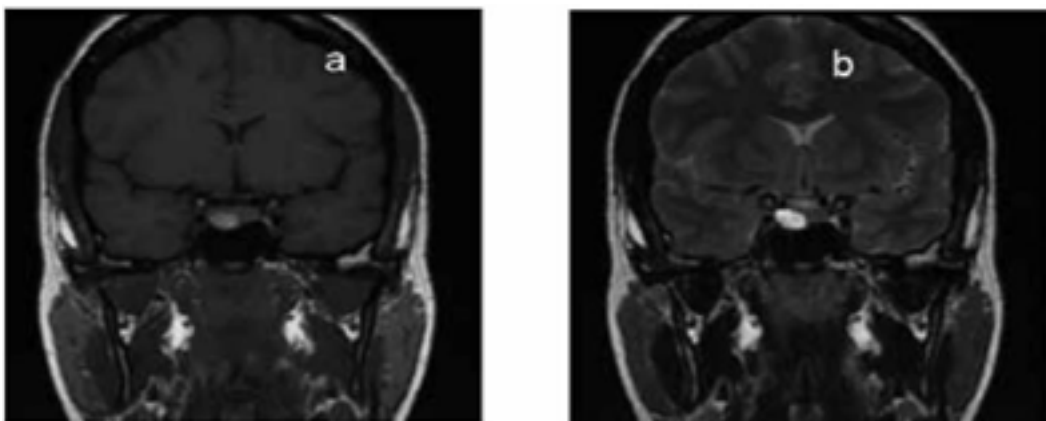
Ressonância Magnética de hipófise em apoplexia hipofisária na fase subaguda. Lesão hiperintensa em T1 (a) quanto em T2 (b) Fonte: Glezer e Bronstein ³.
